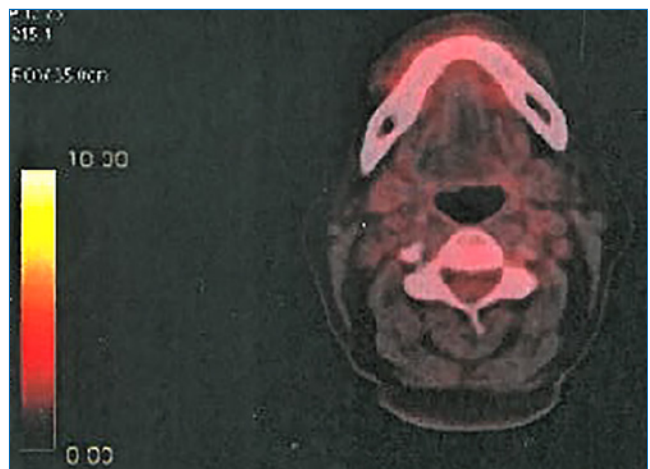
Tomografia computadorizada PET/CT, pós-quimioterapia, demonstrando ausência de atividade metabólica na região palatal.
